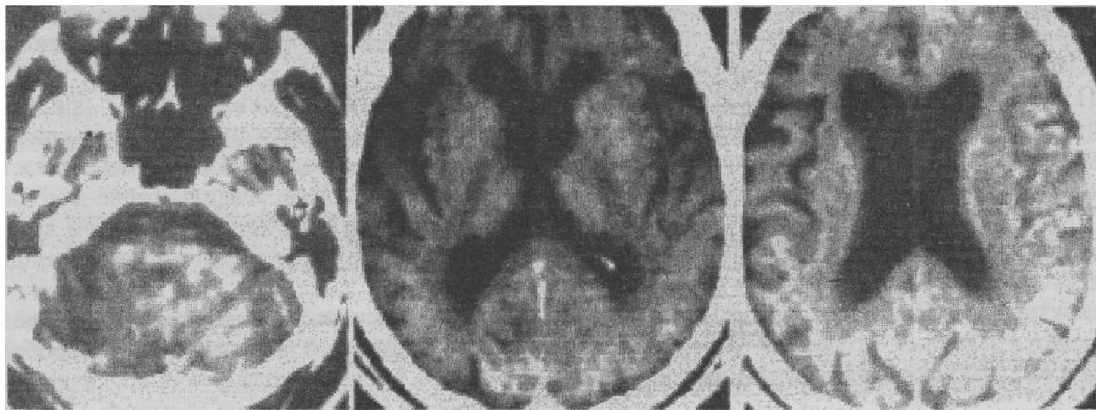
КТ того же больного через 3,5 года после радикального удаления опухоли. Данных за продолженный рост опухоли нет. Имеются признаки прогрессирующей гидроцефалии.
